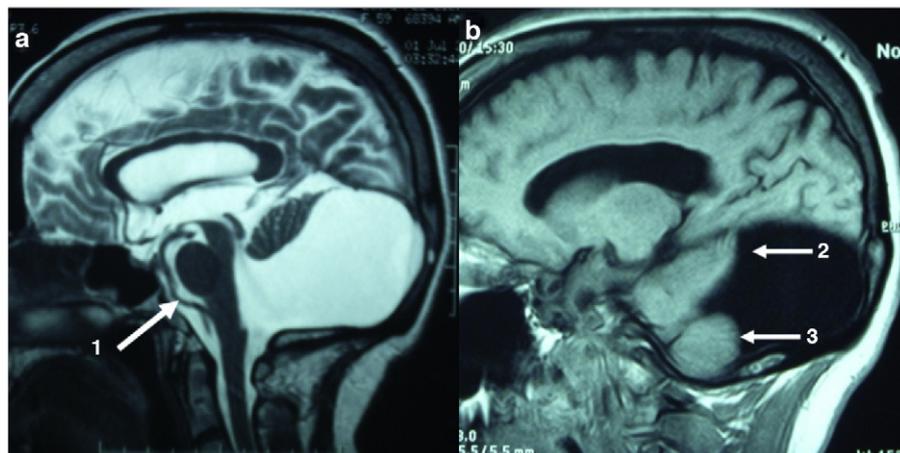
Imágenes de RM en corte sagital (véase descripción en el texto).
